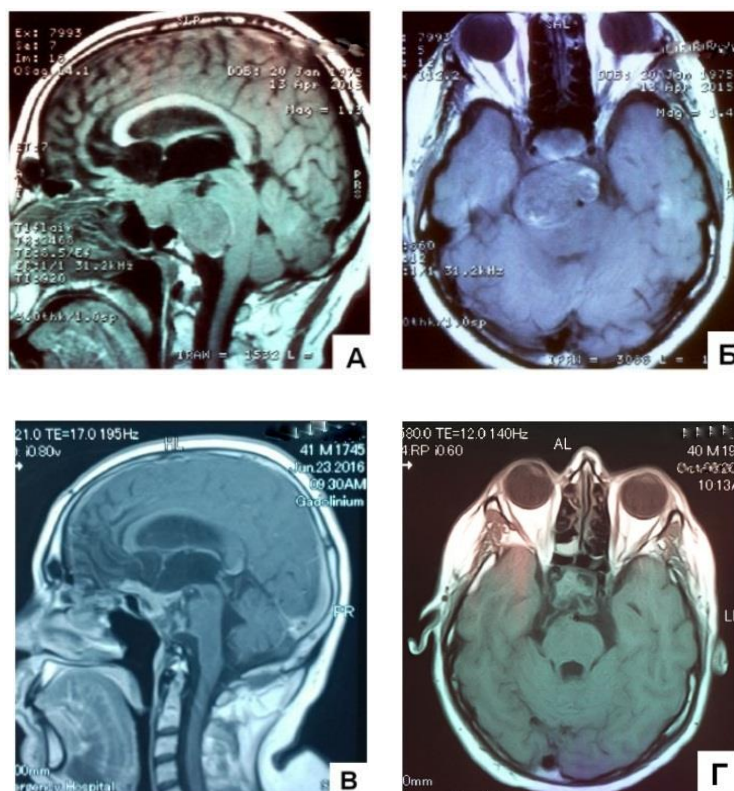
Клиническое наблюдение 3. Пациент Ж., 40 лет, гигантская пролактин-секретирующая аденома гипофиза, состояние после кровоизлияния в опухоль на фоне терапии агонистами дофамина: А – Б – дооперационные МРТ; В – Г – МРТ через 14 месяцев после операции, отсутствие признаков рецидива опухоли.
